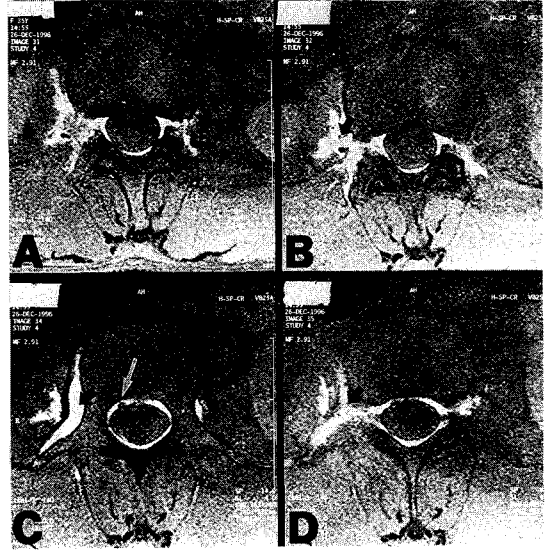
Enhanced lumbar MRI(T1 weighted axial image with fat suppression after epidural injection of Gd-DTPA 2 ml) showing round filling defect (white arrow) due to epidural catheter at right anterior epidural space of L 2 region(C). At intervertebral disc level(A, B), filling of anterior epidural space is not seen. Both right and left epidural space are filled with radiopaque dye (Magnevist®) but larger volume of dye leaks to right paravertebral space(black arrows). (A; L1-2 intervertebral disc level, B; upper border of L2 body, C & D; body of L2 level)
